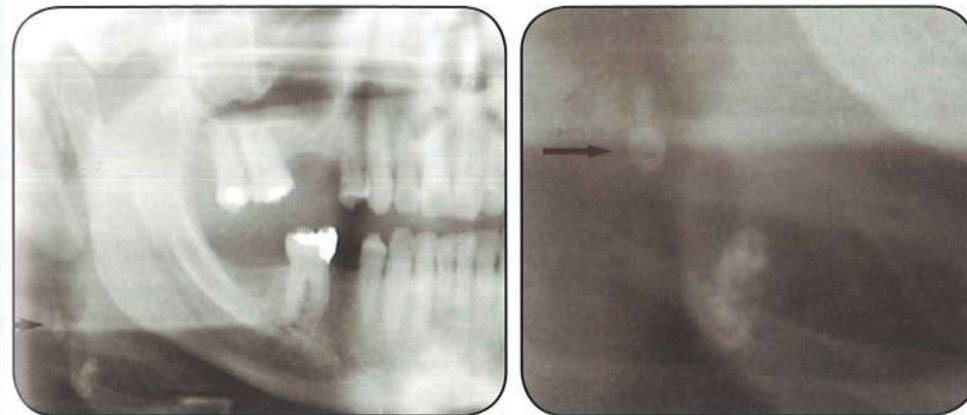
Ortopantomografía con placas ateroscleróticas calcificadas (Cortesía del Dr. Félix de Carlos, Universidad de Oviedo).
